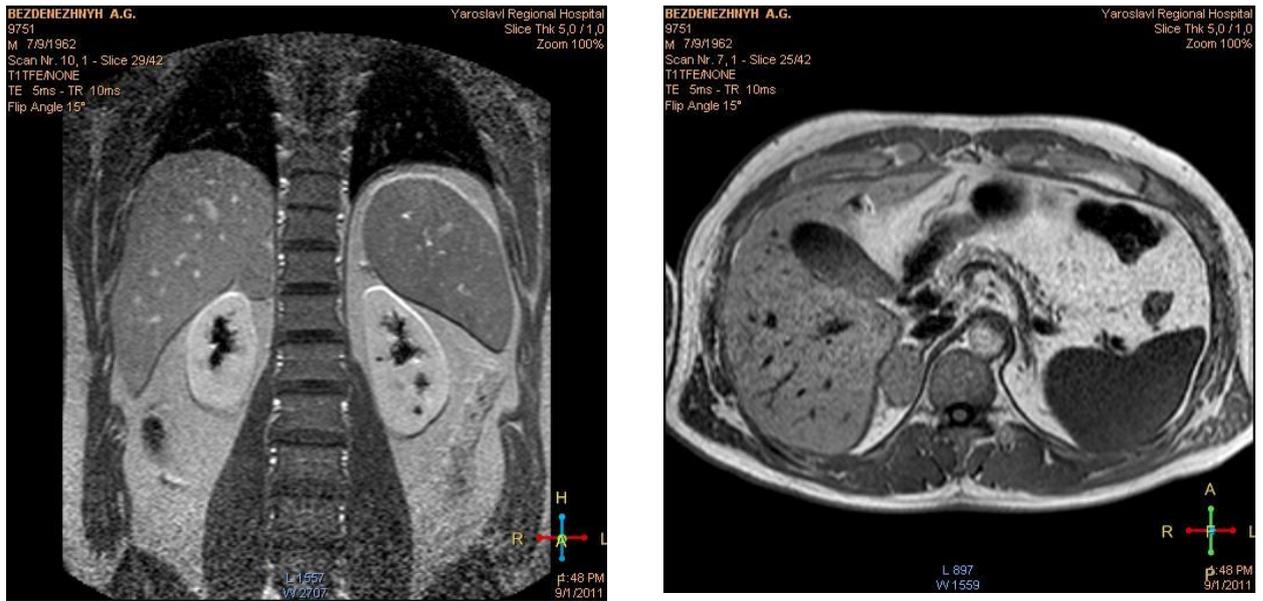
МРТ: новообразование правого надпочечника 52x47x34мм расположенное замещающее практически всю латеральную ножку и тело надпочечника. Два узловых образования в медиальной ножке левого надпочечника 12x8x8мм и 9x8x8мм
